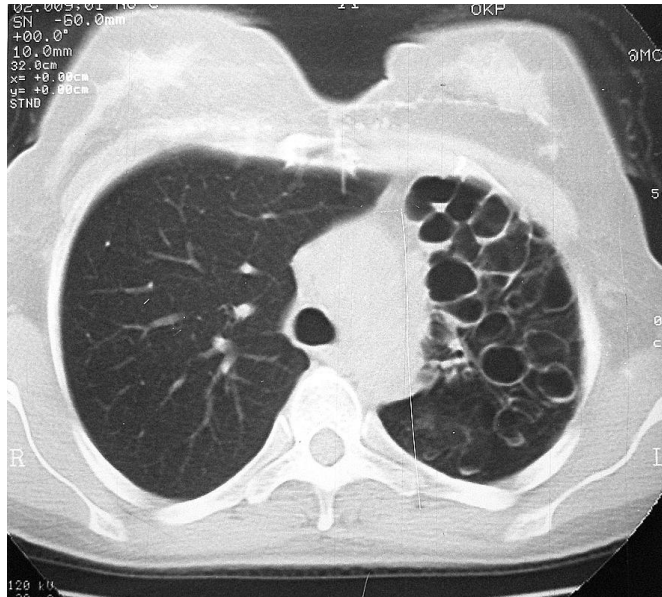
Комп'ютерна томограма органів грудної порожнини:
